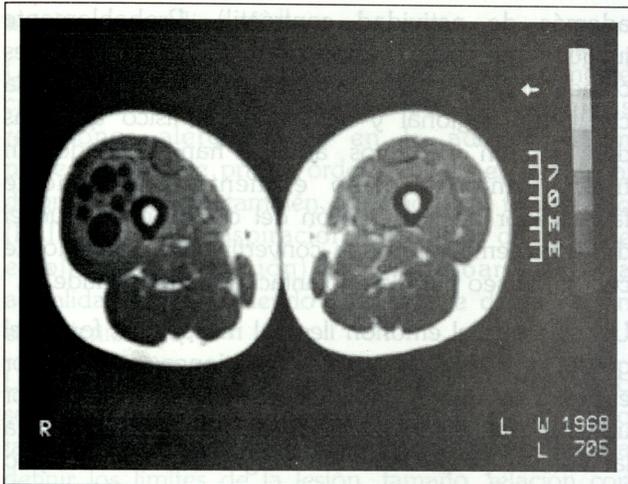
Imagen de resonancia en T1, quiste multivesicular hipodenso.
